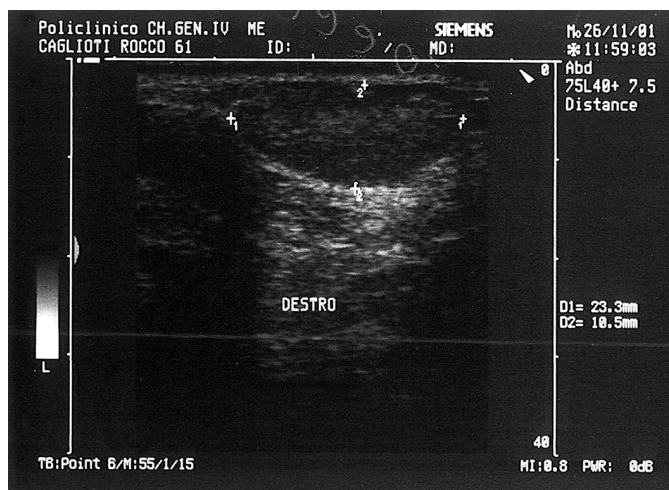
Ecografia della regione parotidea destra: neof ormazione anecogena della porzione inferiore della ghiandola.
